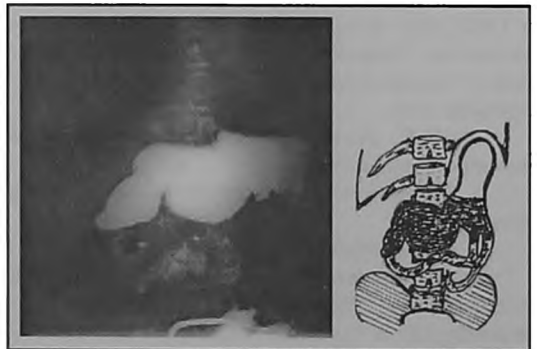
Рентгенограмма пациента М... спустя 3 месяца после операции. Опоорожнение желудка наступает одновременно через гастроэнтероанастомоз, антральный отдел и двенадцатиперстную кишку
